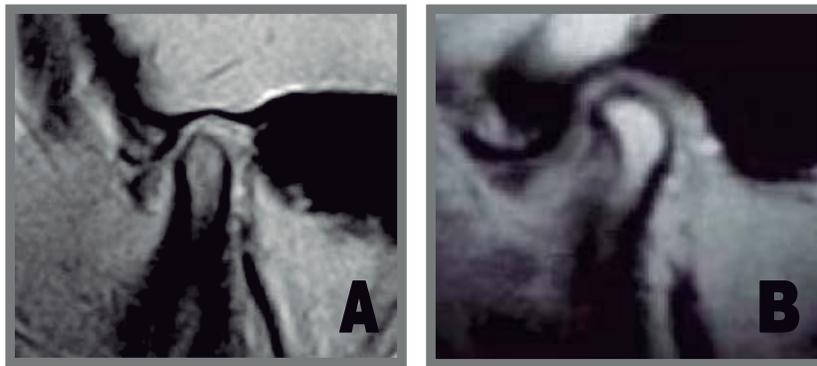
RM Corte sagital. Desplazamiento discal con reducción. A) Boca cerrada, se observa un desplazamiento anterior del disco sobre el cóndilo. B) Apertura, el disco se reposiciona sobre el cóndilo.
